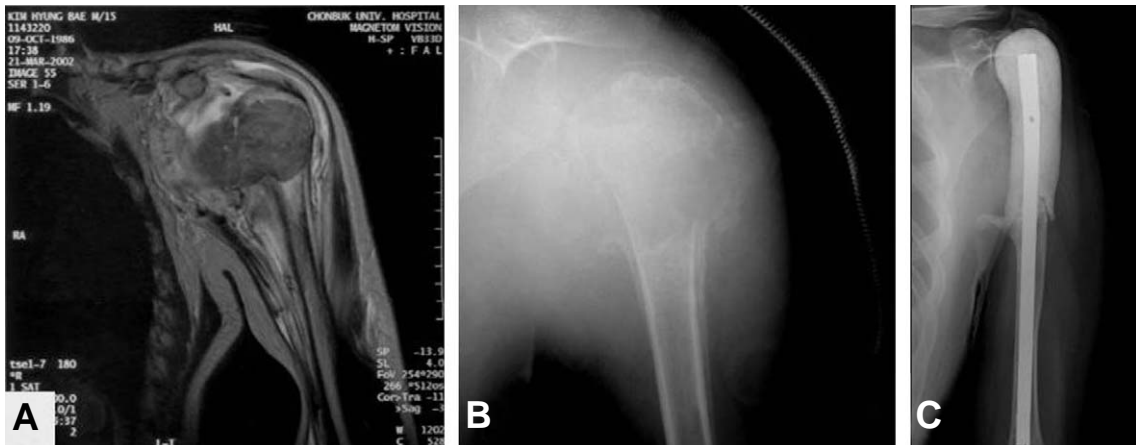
(A) Preoperative plain radiograph and MRI shows chondroblastoma at proximal epiphysis of the humerus extending into glenohumeral joint (B) En bloc excision of the proximal humerus and reconstruction with intramedullary nail was performed.
